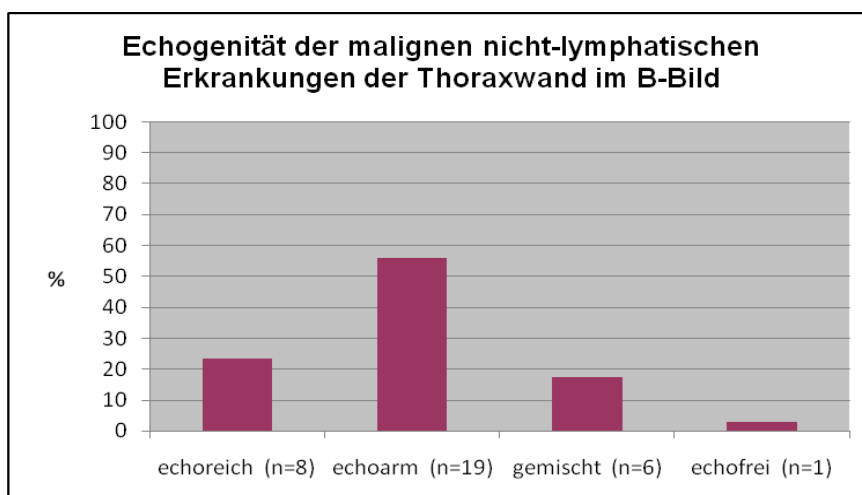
Darstellung der malignen nicht-lymphatischen Tumoren der Thoraxwand mit echoreichem (n=8), echoarmen (n=19), gemischt echoreich/echoarmen (n=6) und echofreiem (n=1) Erscheinungsbild in der B-Bild-Sonographie (in %)
